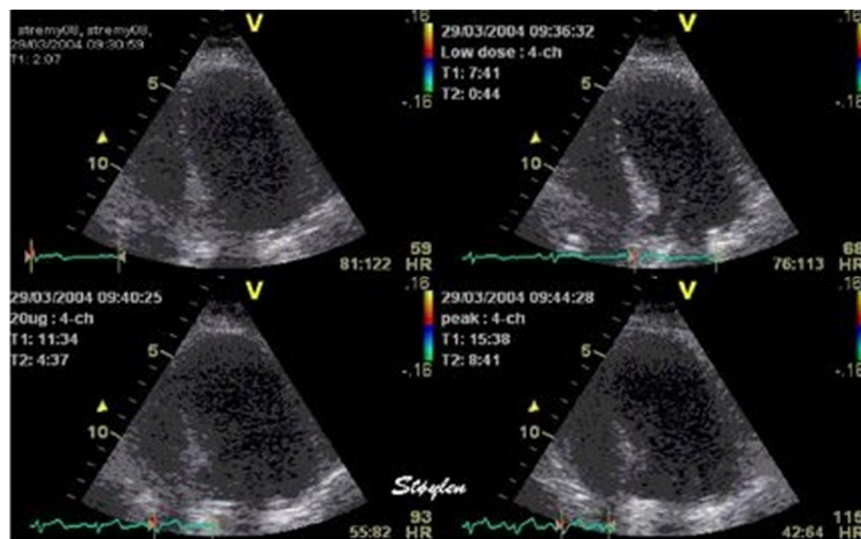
image d'une échocardiographie
